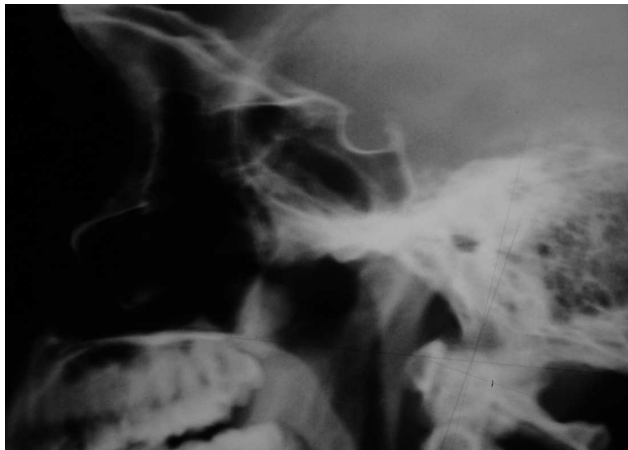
Telerradiografía lateral de un individuo adulto joven no mapuche, de sexo masculino donde se observa una silla turca oval.
